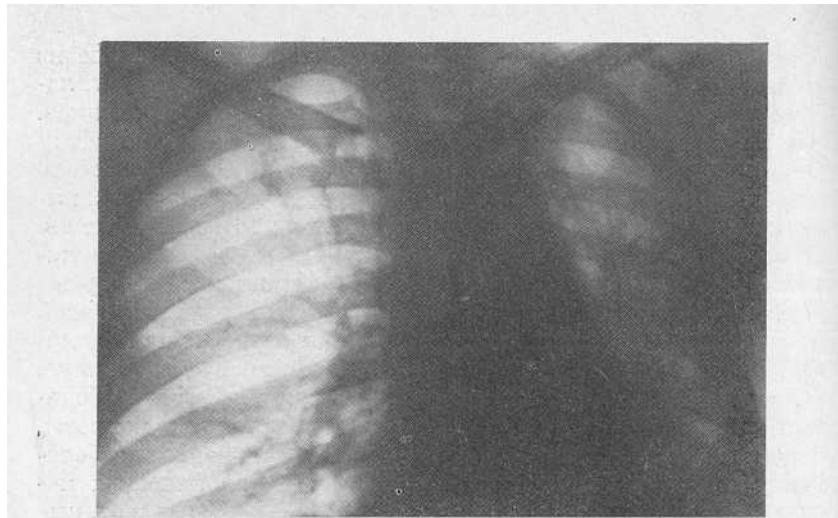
Рентгенограмма больного Ю. Левое легкое уменьшено в объеме, неравномерно затемнено. Левый купол диафрагмы высоко расположен. Сердце смещено влево.
